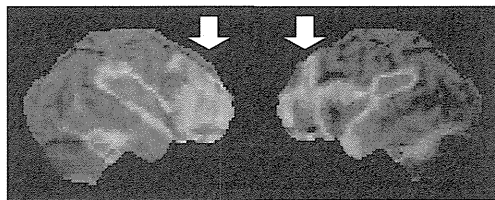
症例1の脳血流SPECT/3D-SSP(両外側面)：シルビウス裂の高度な血流低下に加えて、前頭葉に右側優位のびまん性血流低下(矢印)を認める。
